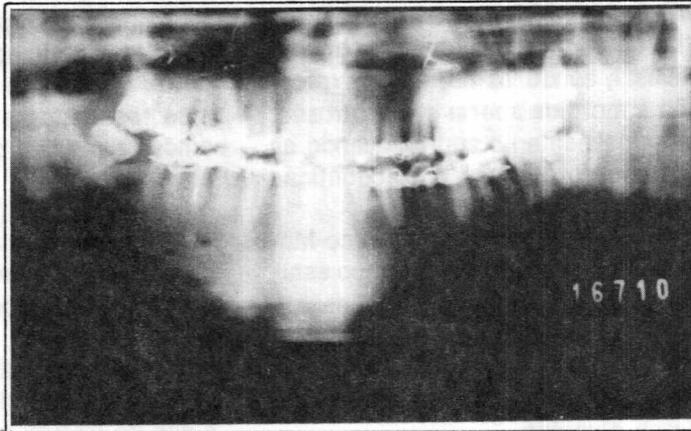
Radiografia panorâmica, do pós-operatório imediato.
